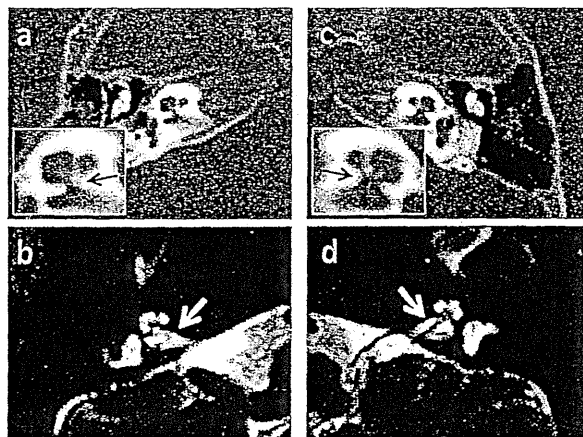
Temporal bone CT and MRI of right cochlear nerve deficiency
